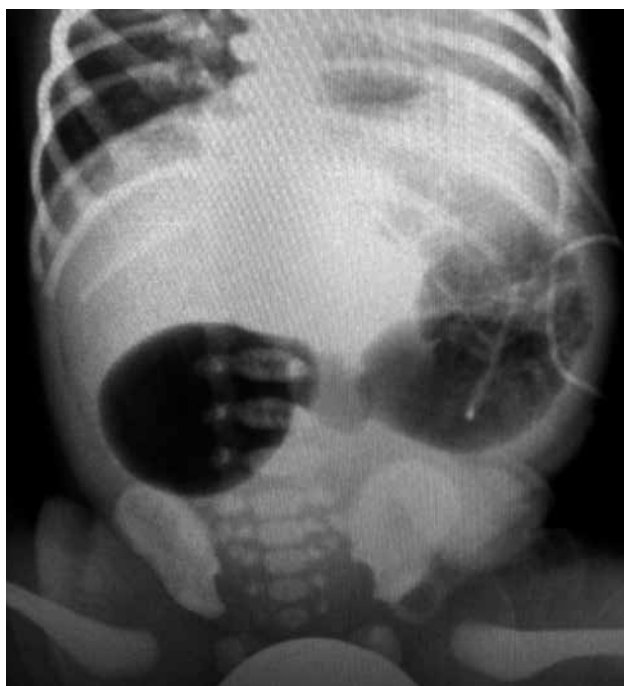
Radiografía simple de abdomen: signo de la doble burbuja en un caso de atresia duodenal.
